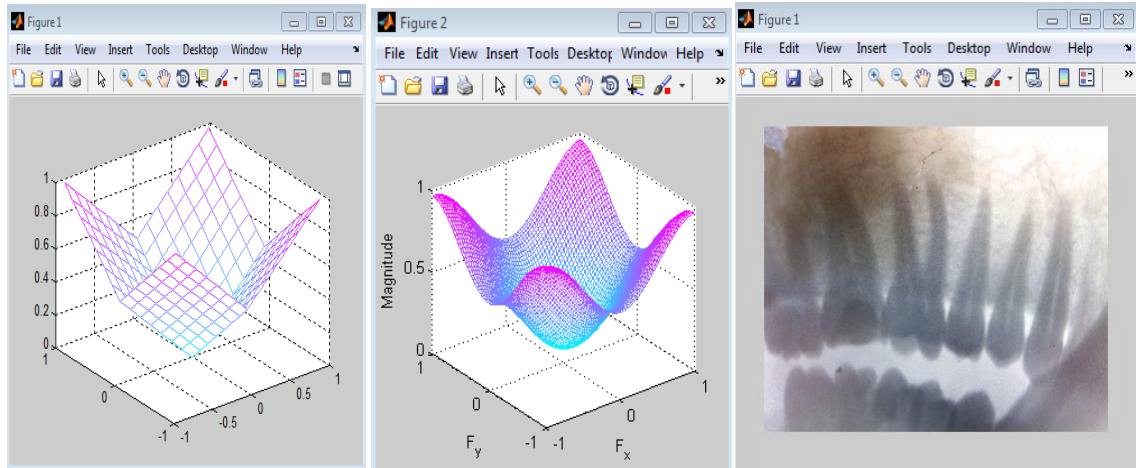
Формування маски лінійного фільтра за бажаною АЧХ: а) бажана АЧХ, б) АЧХ лінійного фільтра, в) відфільтроване рентгенівське зображення
